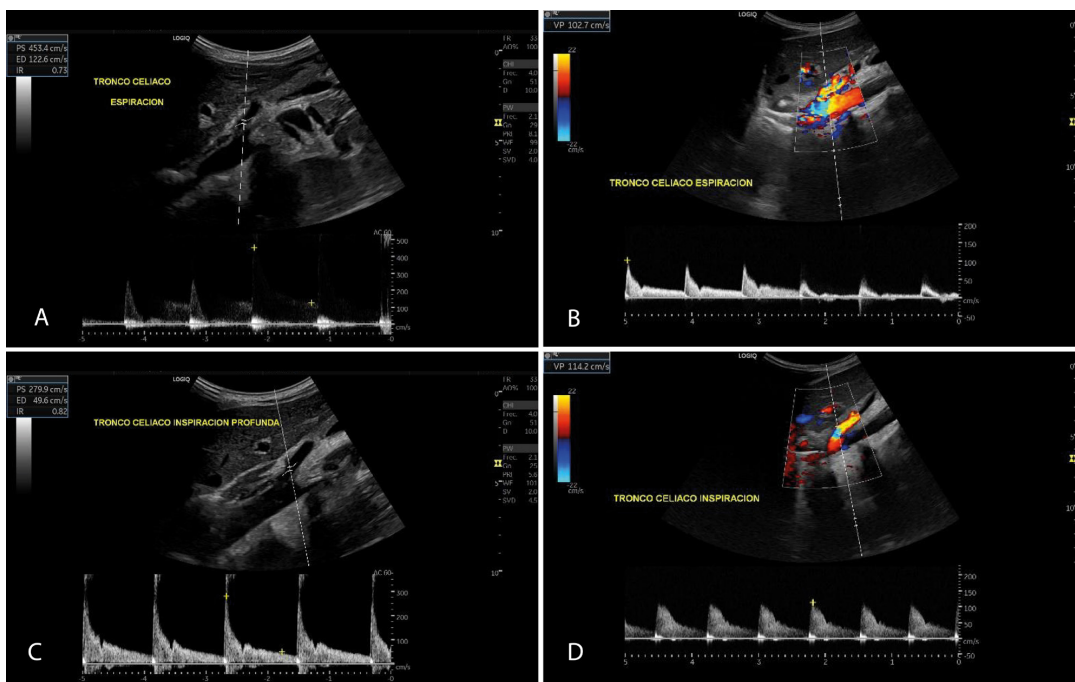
Ecografía Doppler del tronco celiaco antes y después de la intervención quirúrgica, en inspiración y en espiración. (A) Ecografía Doppler prequirúrgica del tronco celiaco en espiración; (B) Ecografía Doppler posquirúrgica del tronco celiaco en espiración; (C) Ecografía Doppler prequirúrgica del tronco celiaco en inspiración profunda; (D) Ecografía Doppler posquirúrgica del tronco celiaco en inspiración profunda.
